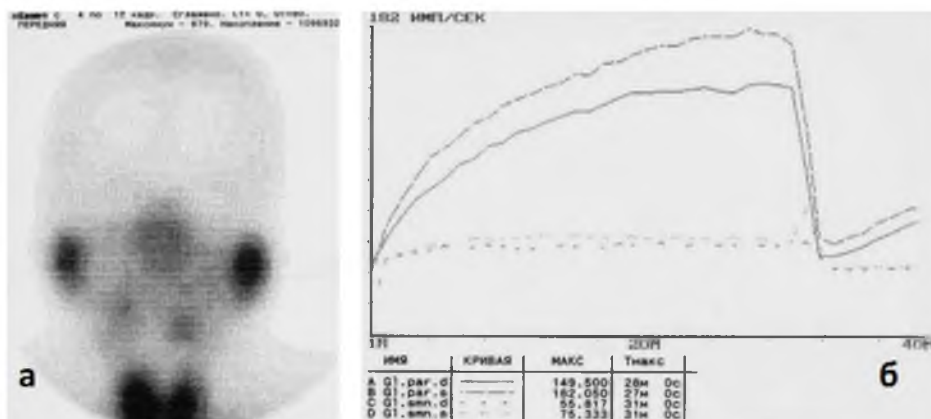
Статическая сцинтиграмма без признаков накопления радиофармпрепарата в поднижнечелюстных железах (можно сравнить с околоушными железами и щитовидной железой) и динамическая сцинтиграмма в виде плоских кривых «активность-время» поднижнечелюстных желёз (можно сравнить с околоушными железами) у пациента с синдромом Кюттнера.
